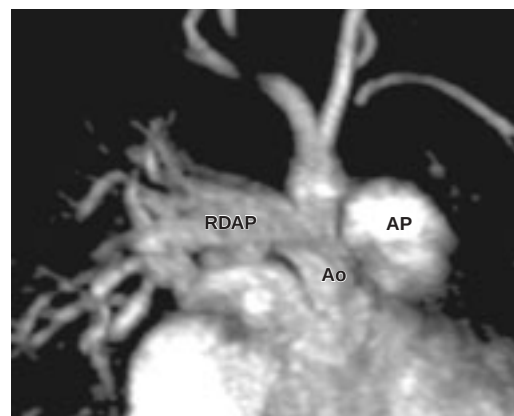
Angiorresonancia magnética en secuencia T-2 con reconstrucción, donde se observa el origen aórtico de la rama derecha de la arteria pulmonar. Ao: aorta; RDAP: rama derecha de la arteria pulmonar; AP: arteria pulmonar.
